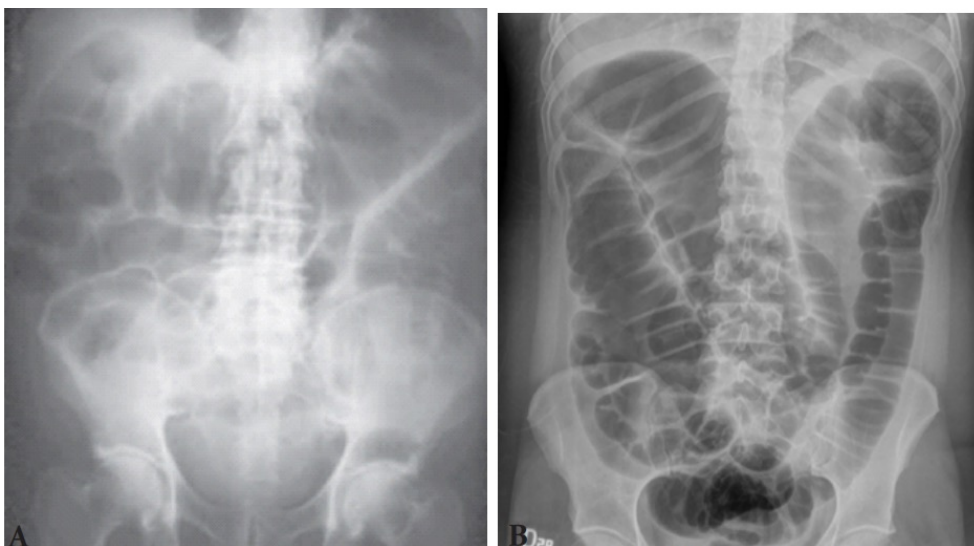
Radiografías simples de abdomen que muestra una dilatación masiva del colon. A. 1
